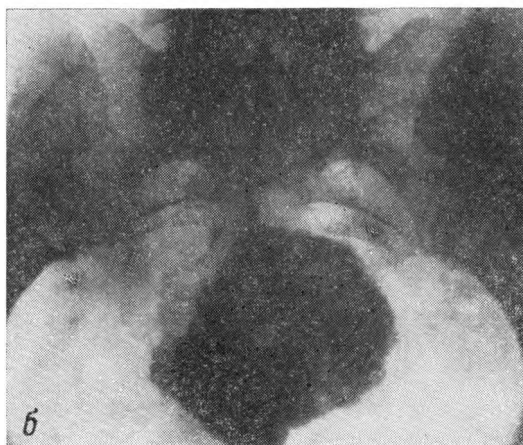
Обзорные рентгенограммы таза.
